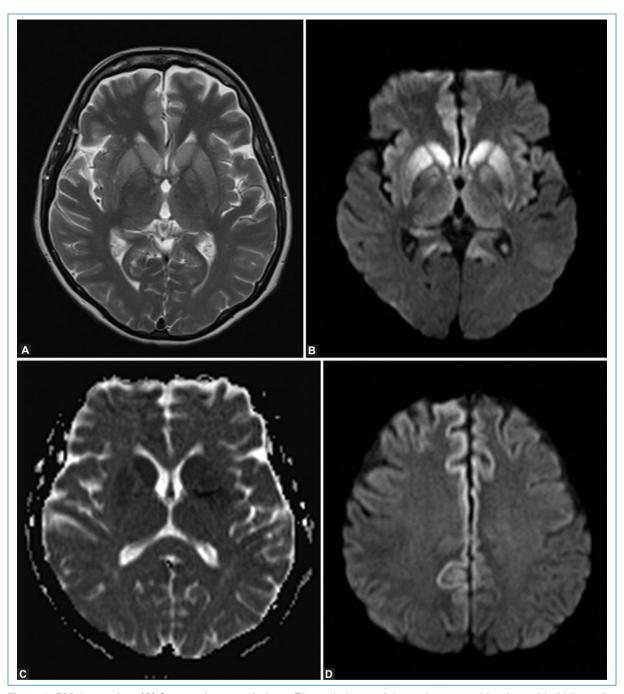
RM de cerebro. (A) Secuencia potenciada en T2 en el plano axial que demuestra hiperintensidad bilateral de la cabeza de los núcleos caudados y de los putámenes. (B) Secuencia B1000 en plano axial: hiperintensidad bilateral de la región dorsomedial de los tálamos y los pulvinares, configurando el signo del "palo de hockey". (C) Secuencias de mapa ADC en corte axial que confirma la restricción a la difusión en los núcleos de la base y la corteza. (D) Secuencia B1000 en plano axial: se demuestra restricción a la difusión en la corteza de ambos hemisferios cerebrales de predominio interhemisférico.
